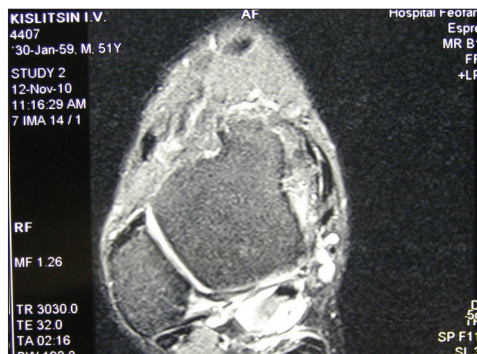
МРТ до операції в аксіальній площині
